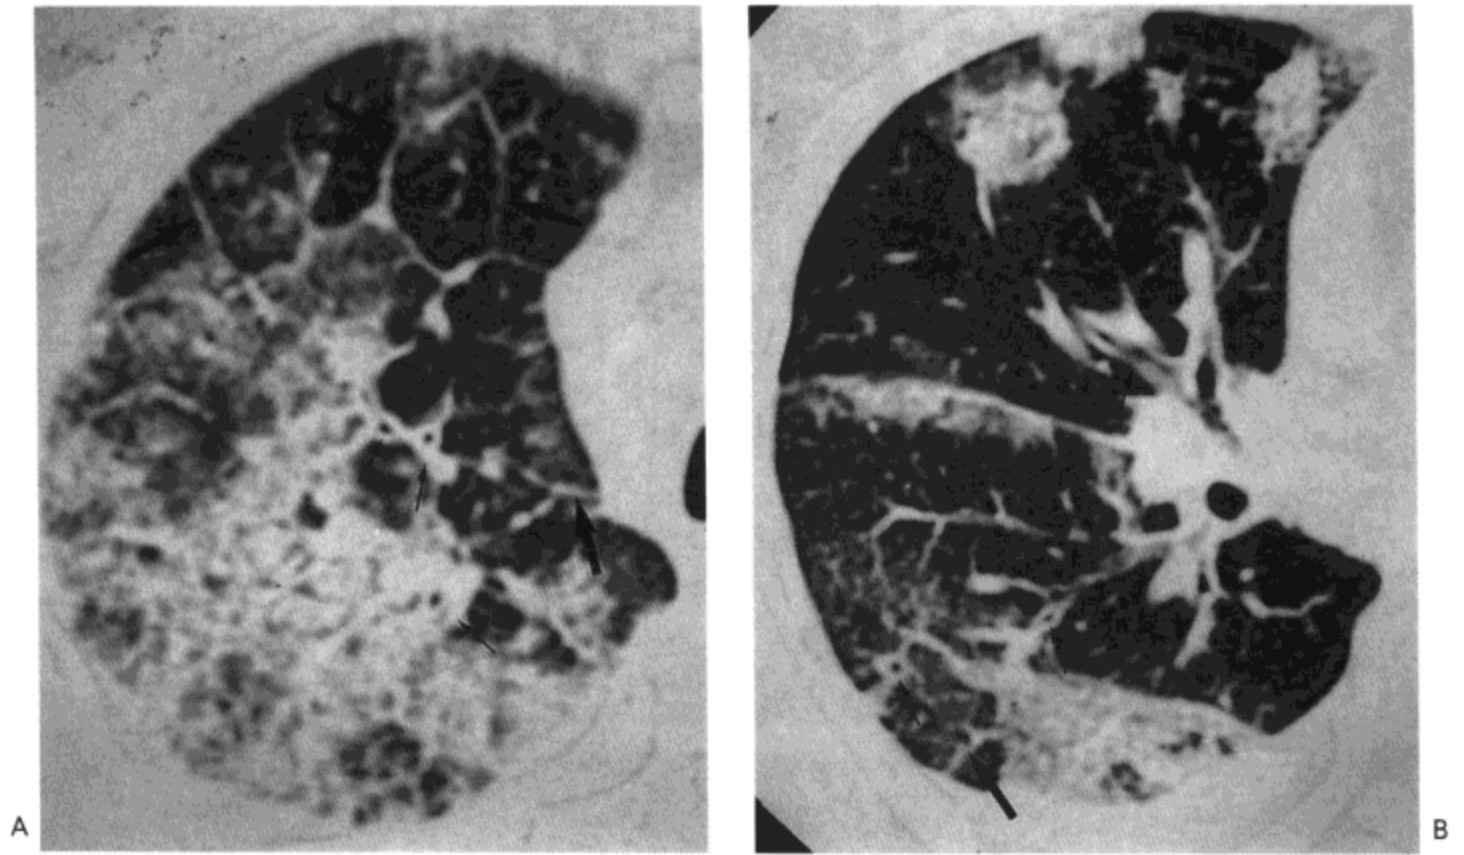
急性嗜酸细胞性肺炎。A: 右上肺高分辨率CT影像示小叶间隔(大箭号)与支气管血管束(小箭号)平滑增厚与广泛的磨砂玻璃样密度与实变。B: 右肺中叶与下叶影像示范围较小的小叶间隔(大箭号)与支气管血管束(小箭号)增厚和片状磨砂玻璃影。病人为一58岁女性(感谢日本Seto Tosei 市立医院的Yasuhiro Kondo 医生提供)。
